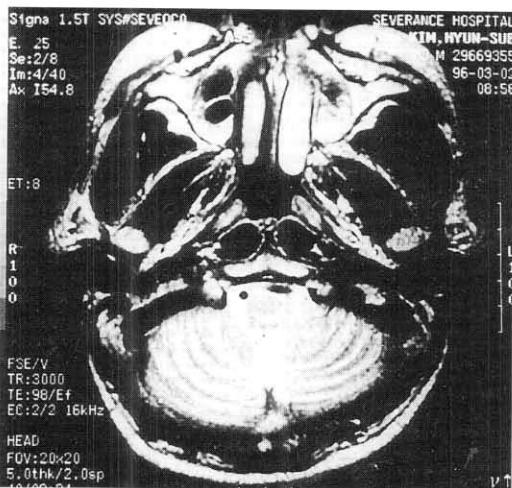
Brain MRI shows cerebellar atrophy(axial view).
